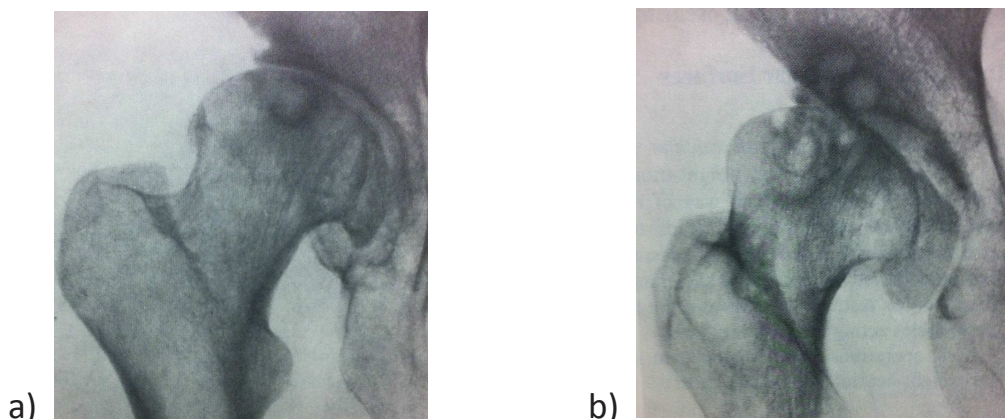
Radiographies (a,b) de hanche droite présentant une coxarthrose évoluée avec ostéophytose capitale inférieure en goutte évoquant faussement une décentralisation du centre de la tête fémorale.
